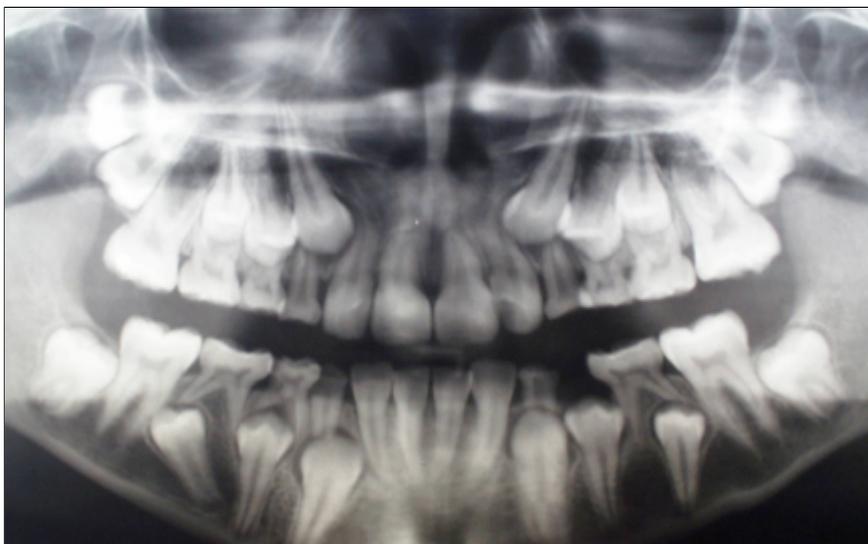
Radiografia panoramica di una paziente di 14 anni, che mostra ritenzione dei molari e canini decidui con minimo riassorbimento delle radici. Per gentile concessione del prof. Facchetti, 1° Servizio di Anatomia e Istologia Patologica, Spedali Civili di Brescia.
